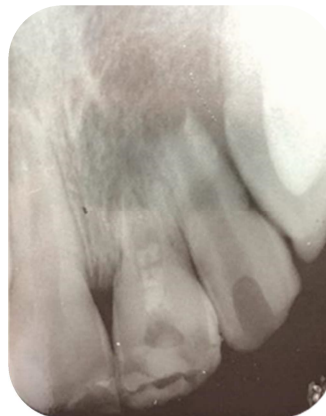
Radiografía del elemento 22 con la pasta triantibiótica
